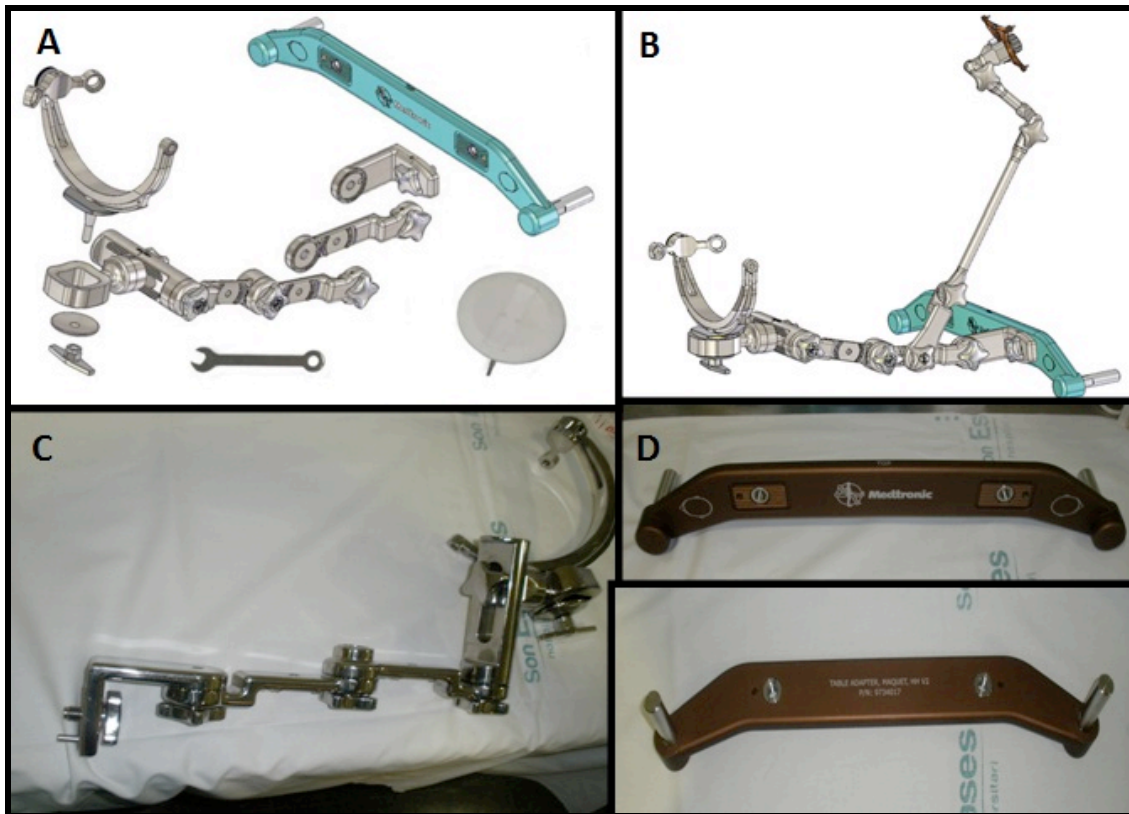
Cefalostato magnetocompatible RMi PoleStar®. El cabezal es RM compatible y asegura el posicionamiento óptimo del paciente en el imán. Tiene un elevadísimo grado de libertad y se fija al cráneo mediante 3 pines de titanio. Diseño esquemático del cabezal con todos sus componentes (A, B). Vista real del cabezal magnetocompatible (C) con su acople a la mesa quirúrgica (D).
